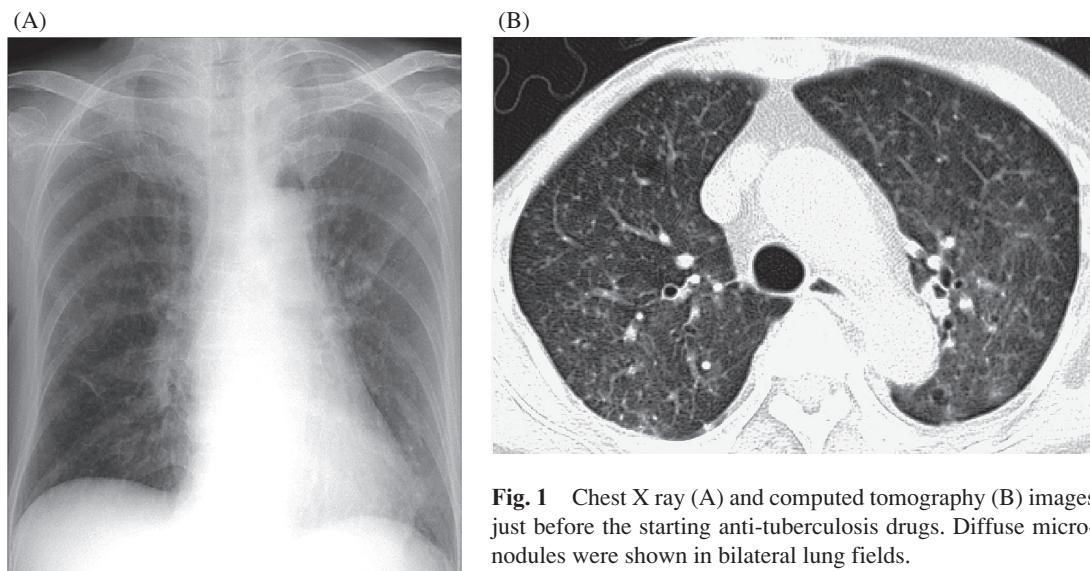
Chest X ray (A) and computed tomography (B) images just before the starting anti-tuberculosis drugs. Diffuse micro-nodules were shown in bilateral lung fields.
